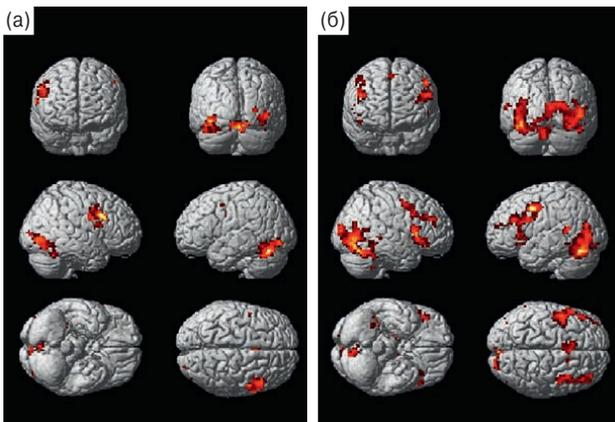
Функциональная МРТ у пациентов 1-й группы. а – до лечения, б – после лечения.
